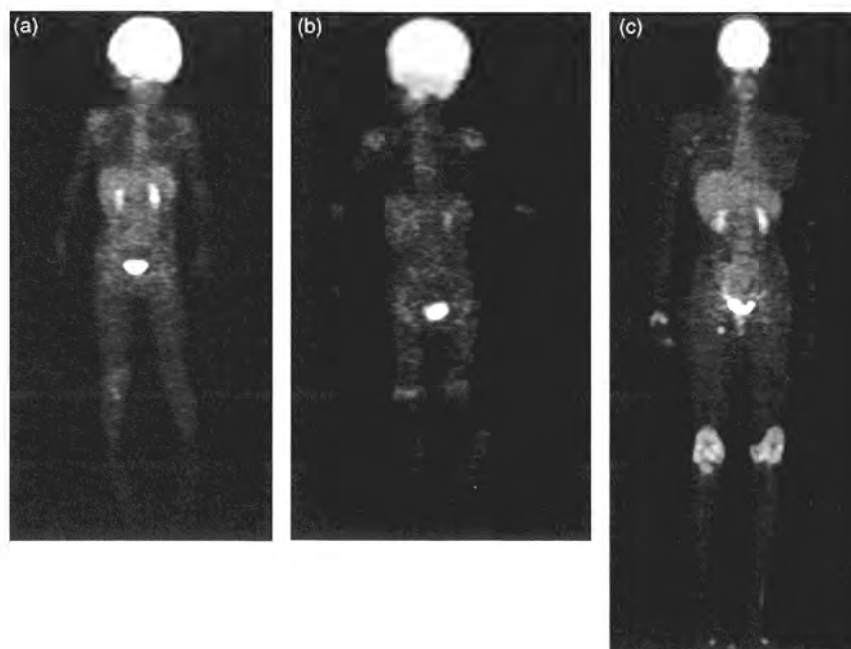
FDG accumulation in cases with p-JIA. (a) Accumulation is observed at the bilateral shoulders, elbows, wrists, and in the knees. In particular, marked accumulation was observed at the bilateral shoulders, the left elbow, and in the right knee. (b) Accumulation is observed at the bilateral shoulders, in the elbows, wrists, hips, knees, and ankles. (c) Marked accumulation is observed in the bilateral knees and the right wrist.
